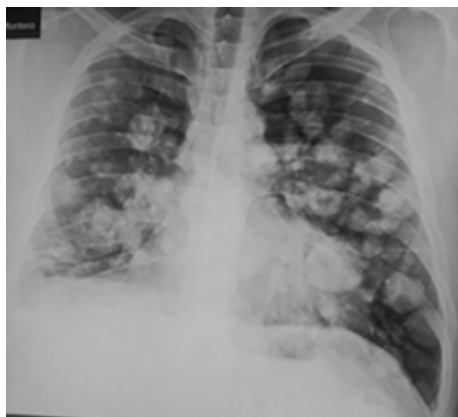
Radiografía de tórax: múltiples nódulos pulmonares bilaterales a nivel central y sub-pleural, con broncograma aéreo, con áreas de opacidad en vidrio esmerilado.
